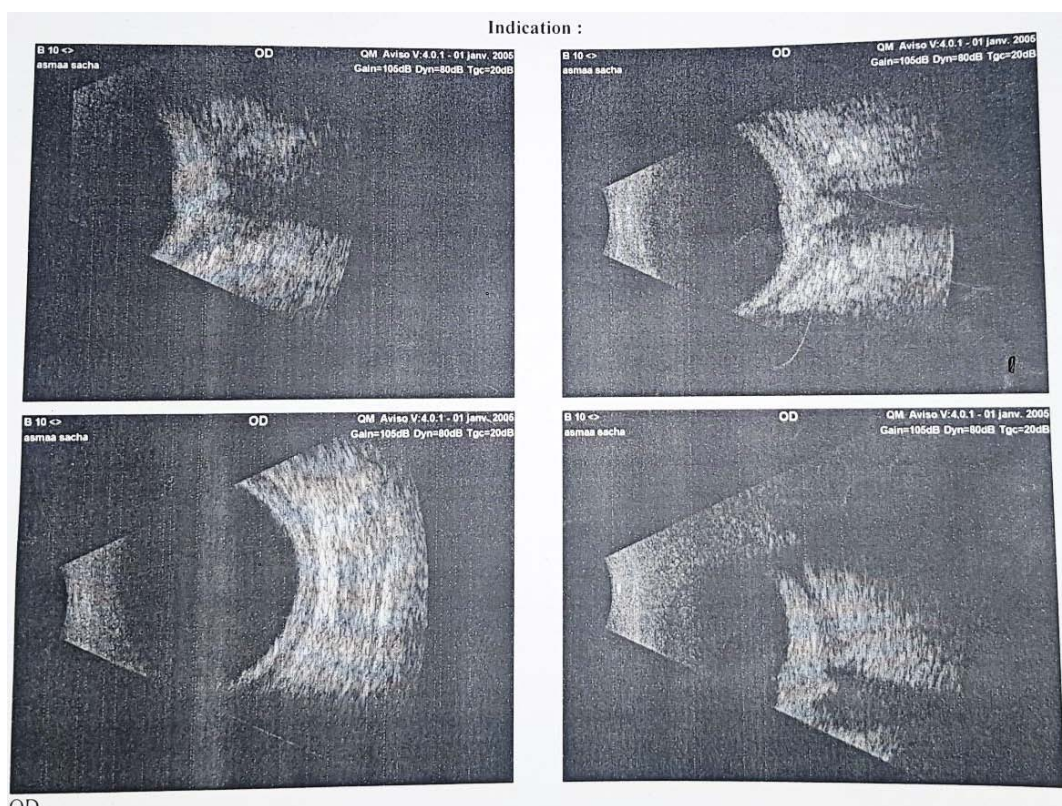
échographie oculaire objectivant un épaissement scléral chez un patient
